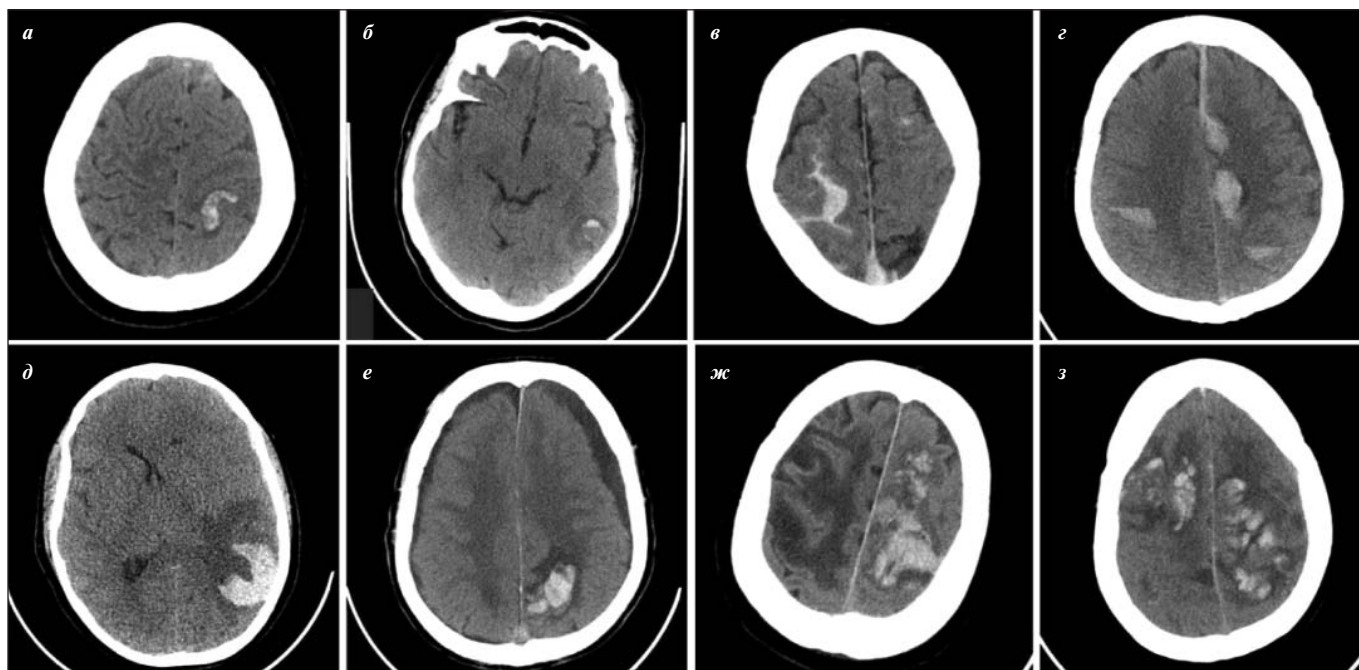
Компьютерные томограммы головного мозга пациентов с геморрагическими проявлениями ЦВТ.
